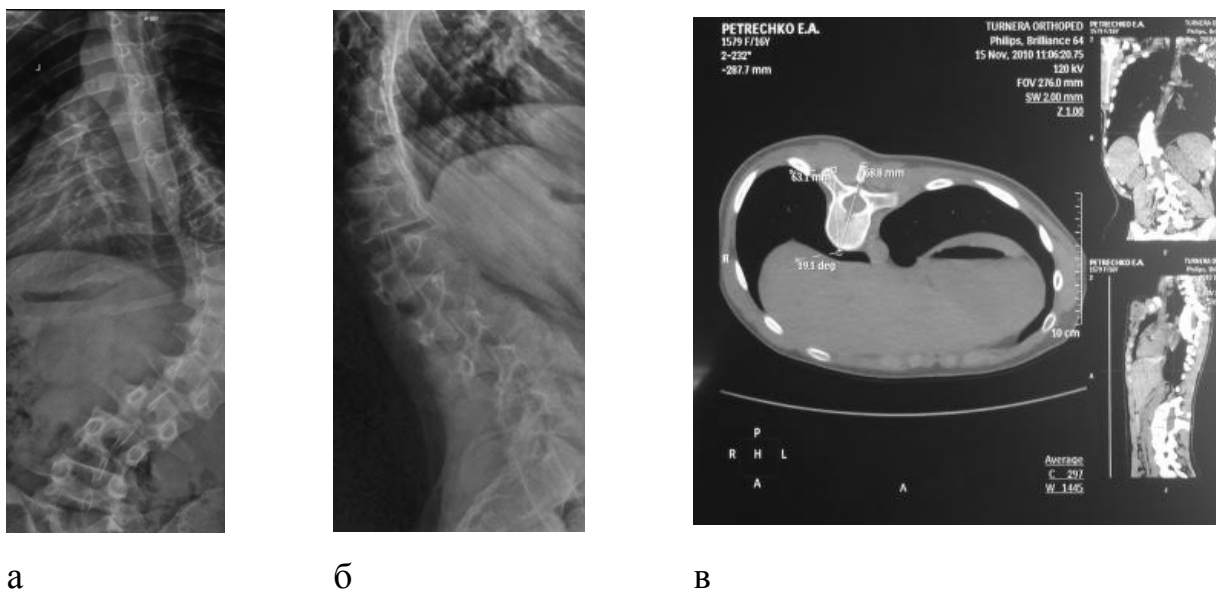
Пациентка П., 16 лет, до оперативного лечения: а, б – рентгенограммы в прямой и боковой проекциях; в – КТ вершинного позвонка, угол ротации позвонка равен 20°
